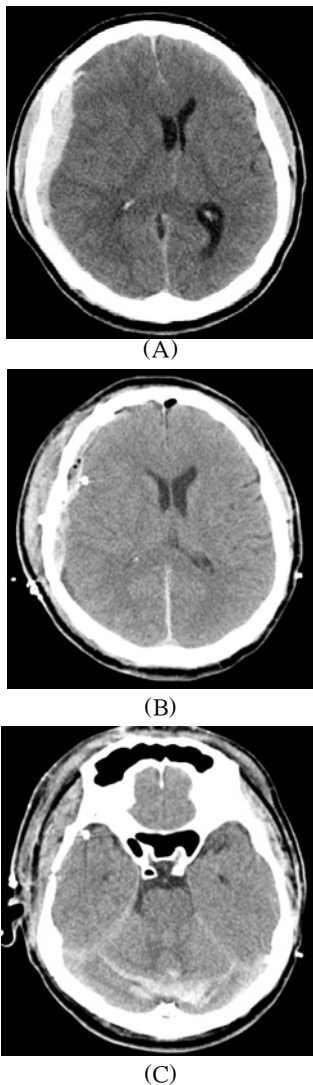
Case 1. (A) Initial Brain CT showed a right acute subdural hematoma with a midline shift. (B) and (C) Brain CT on the third day after the operation revealed a recurrent subdural hematoma and unusual cerebellar remote hemorrhage.
